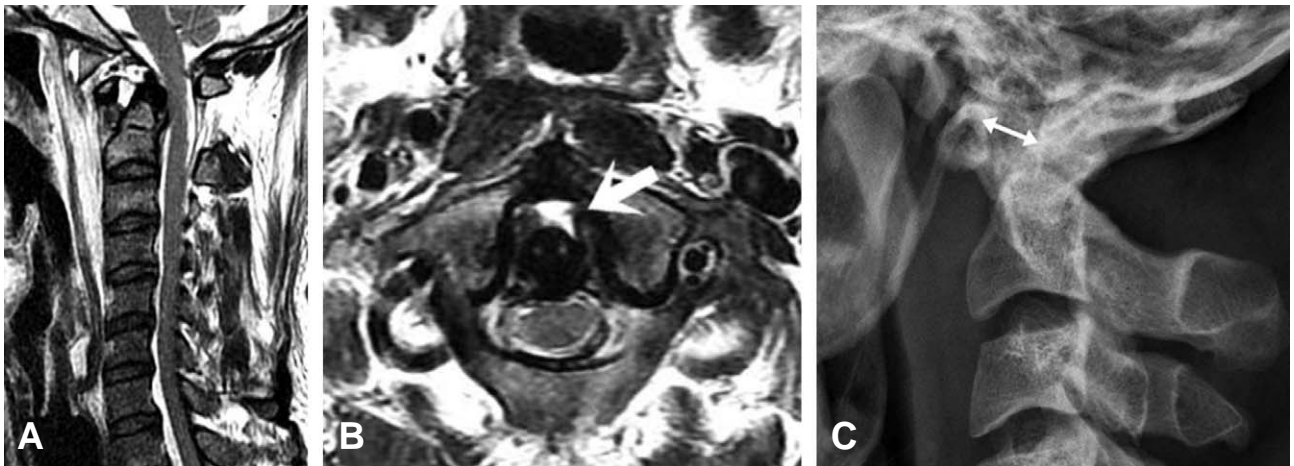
Preoperative MR image shows instability of C1-2 and displacement of dens (white arrow) (A, B). Plain lateral X-ray shows increase of atlanto dental interval (ADI) (C).
